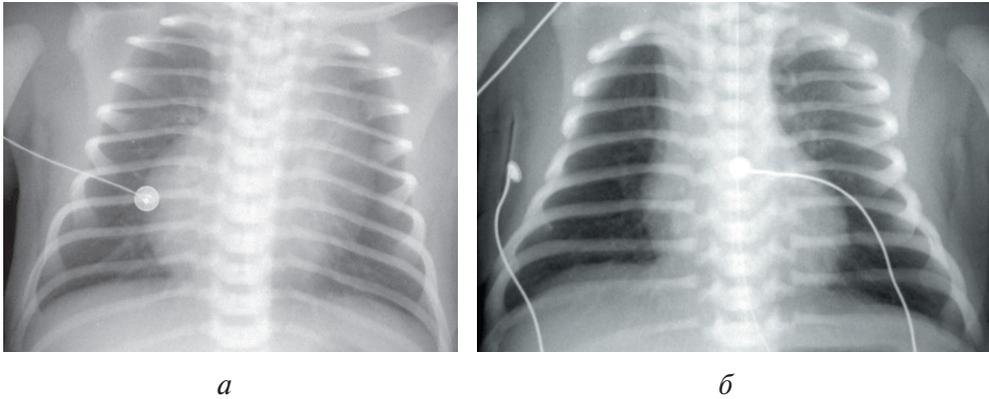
Рентгенологическое исследование легких пациентов с ТТН в первые 4 ч. после рождения при развитии клинической картины дыхательной недостаточности на фоне респираторной поддержки (СРАР). Визуализируются следующие рентгенологические признаки ТТН: *а* — гиперинфляция легких с уплощением диафрагмы и усиление прикорневого сосудистого рисунка; *б* — горизонтальное положение ребер
